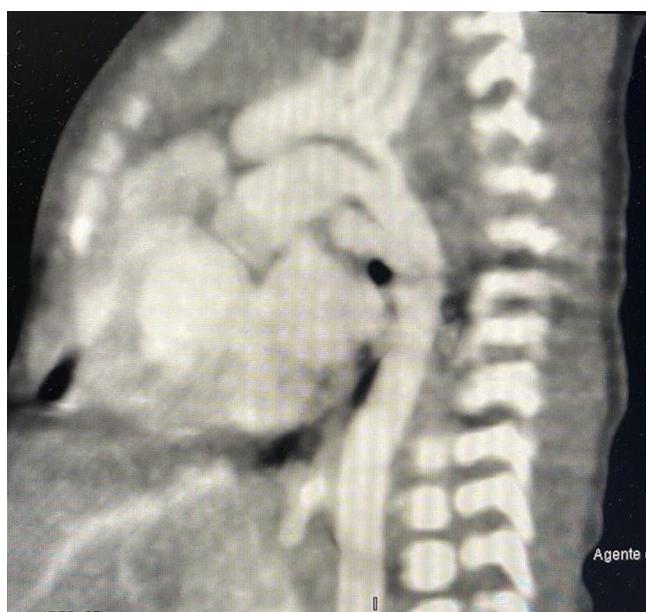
Angiotomografía de troncos supraaórtico donde se observa nacimiento independiente de ostium de carótida común y carótida izquierda con fusión en la porción superior.
